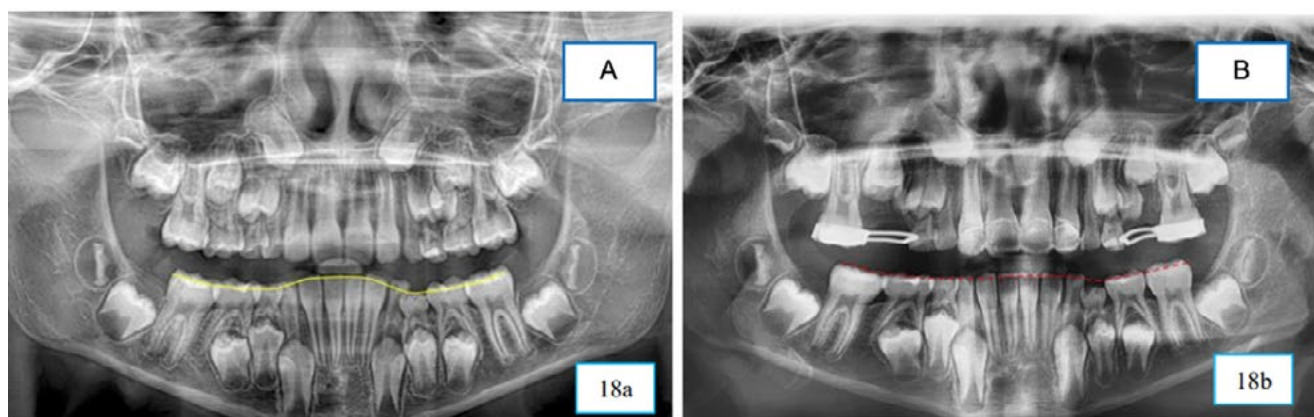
Radiografía panorámica. (A) inicial, (B) postratamiento.
